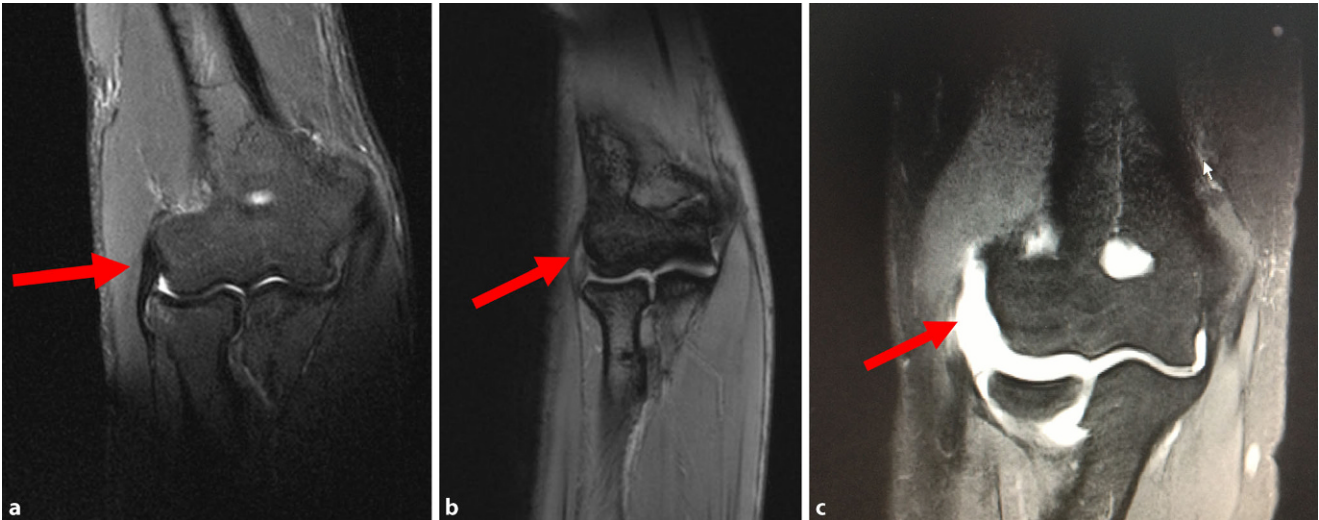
▲ Koronare, T2-gewichtete magnetresonanztomographische Schnittbildgebung des Ellenbogens. a Intakte, b teilrupturierte, c vollständig rupturierte gemeinsame Extensorensehne (jeweils Pfeil). (Mit freundl. Genehmigung © Arcus Sportklinik Pforzheim, alle Rechte vorbehalten)
